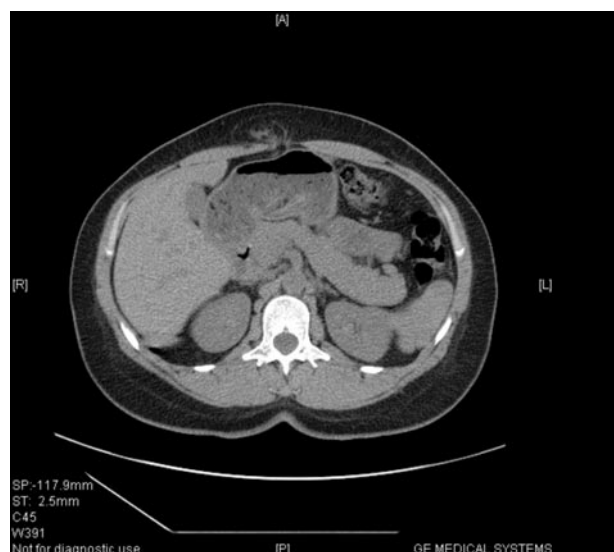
TC del caso precedente.
